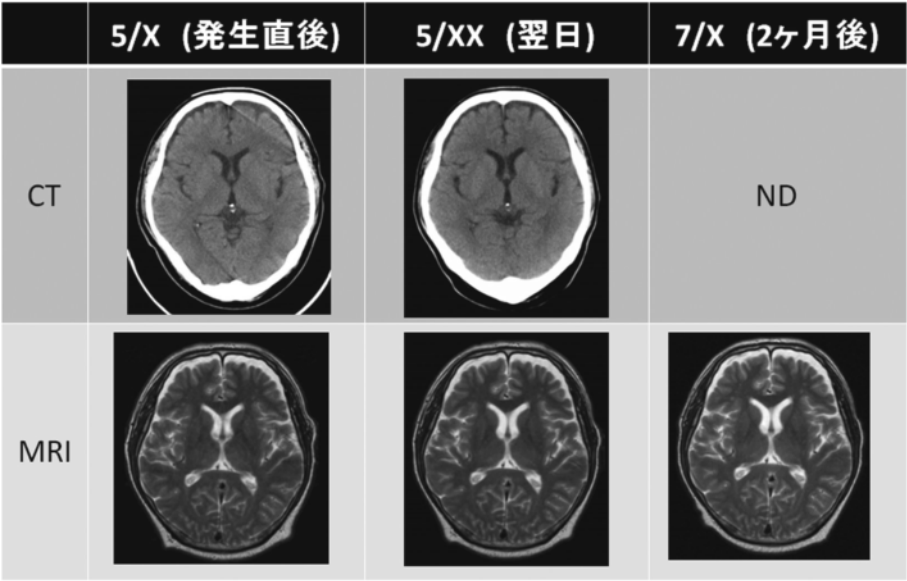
深昏睡直後、翌日、2か月後のCT、MRI所見. 明らかな出血、梗塞などの所見を認めなかった (ND；未施行).
